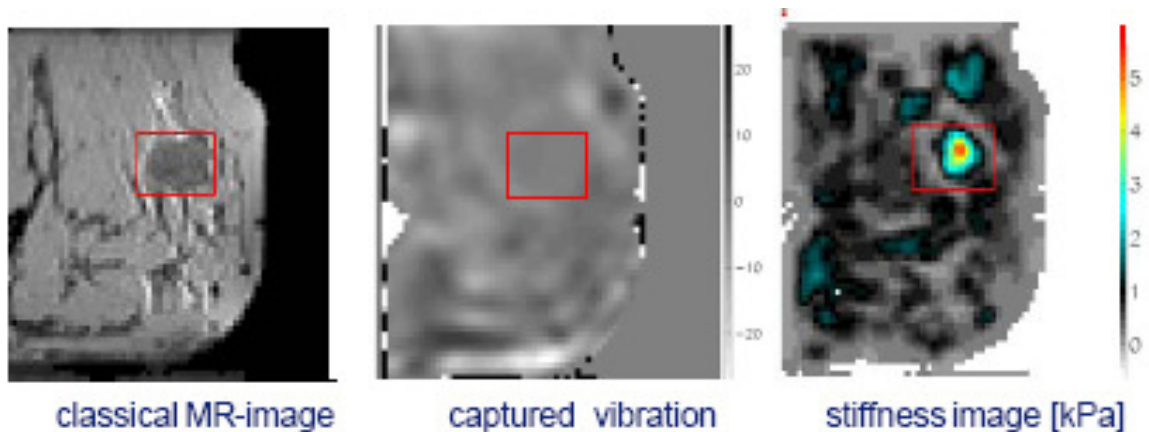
Image du sein obtenue en IRM classique. La lésion maligne est dans le rectangle rouge. Image milieu : images des vibrations mécaniques obtenues en IRM. Image droite : cartographie couleur de la dureté tissulaire. La tumeur apparaît 5 fois plus dure que le tissu environnant.
